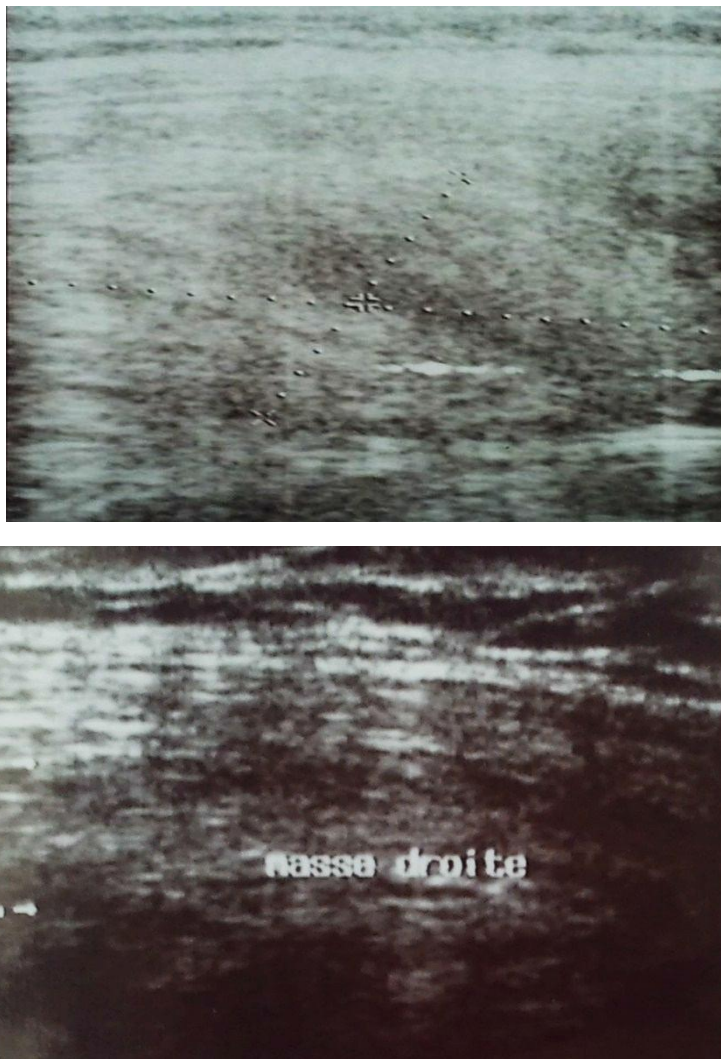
Images échographiques mettant en évidence l'aspect feuilleté en fuseau de l'élastofibrome
